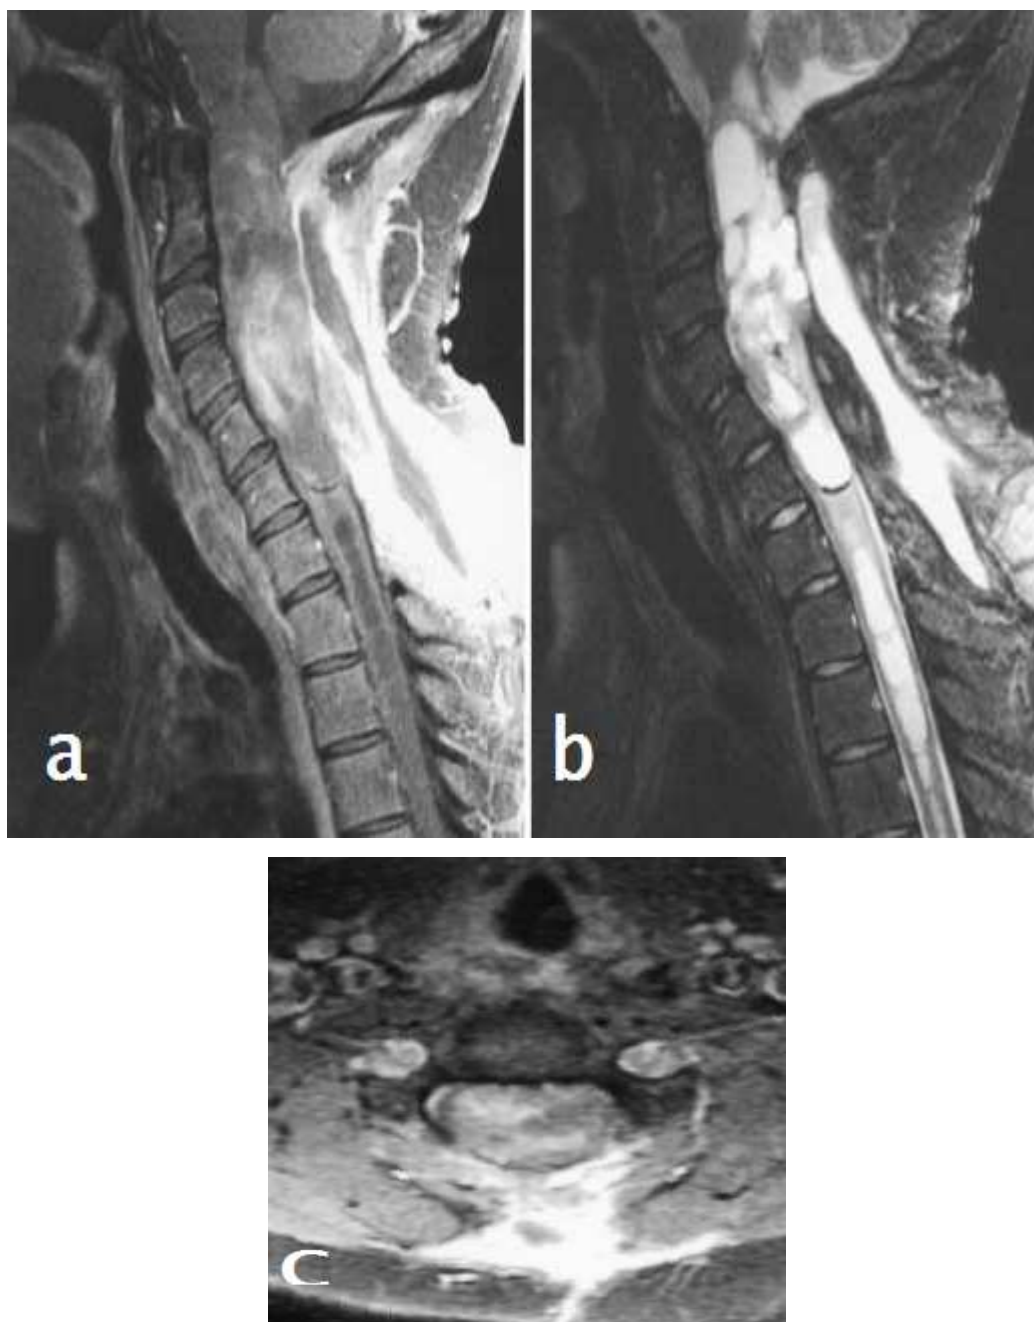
IRM rachidienne en coupes sagittales T1 (a), T2 (b) et axiale T1 (c) après injection de Gadolinium montrant un épendymome géant cervical intramédullaire en regard de C1-C7.
